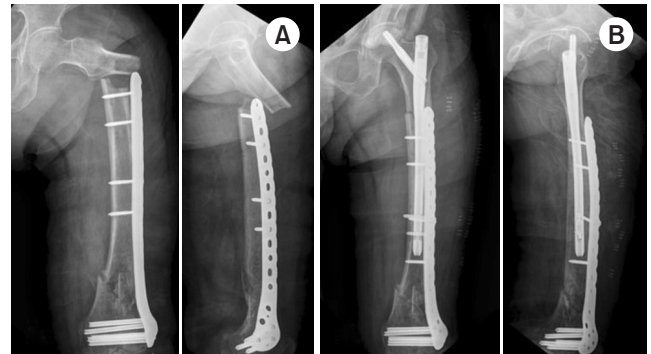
(A) Radiographic image of the proximal femoral fracture at the end of the plate (anterior-posterior and lateral). (B) Radiographic image of closed reduction and intramedullary nailing for periprosthetic fractures (anterior-posterior and lateral).
